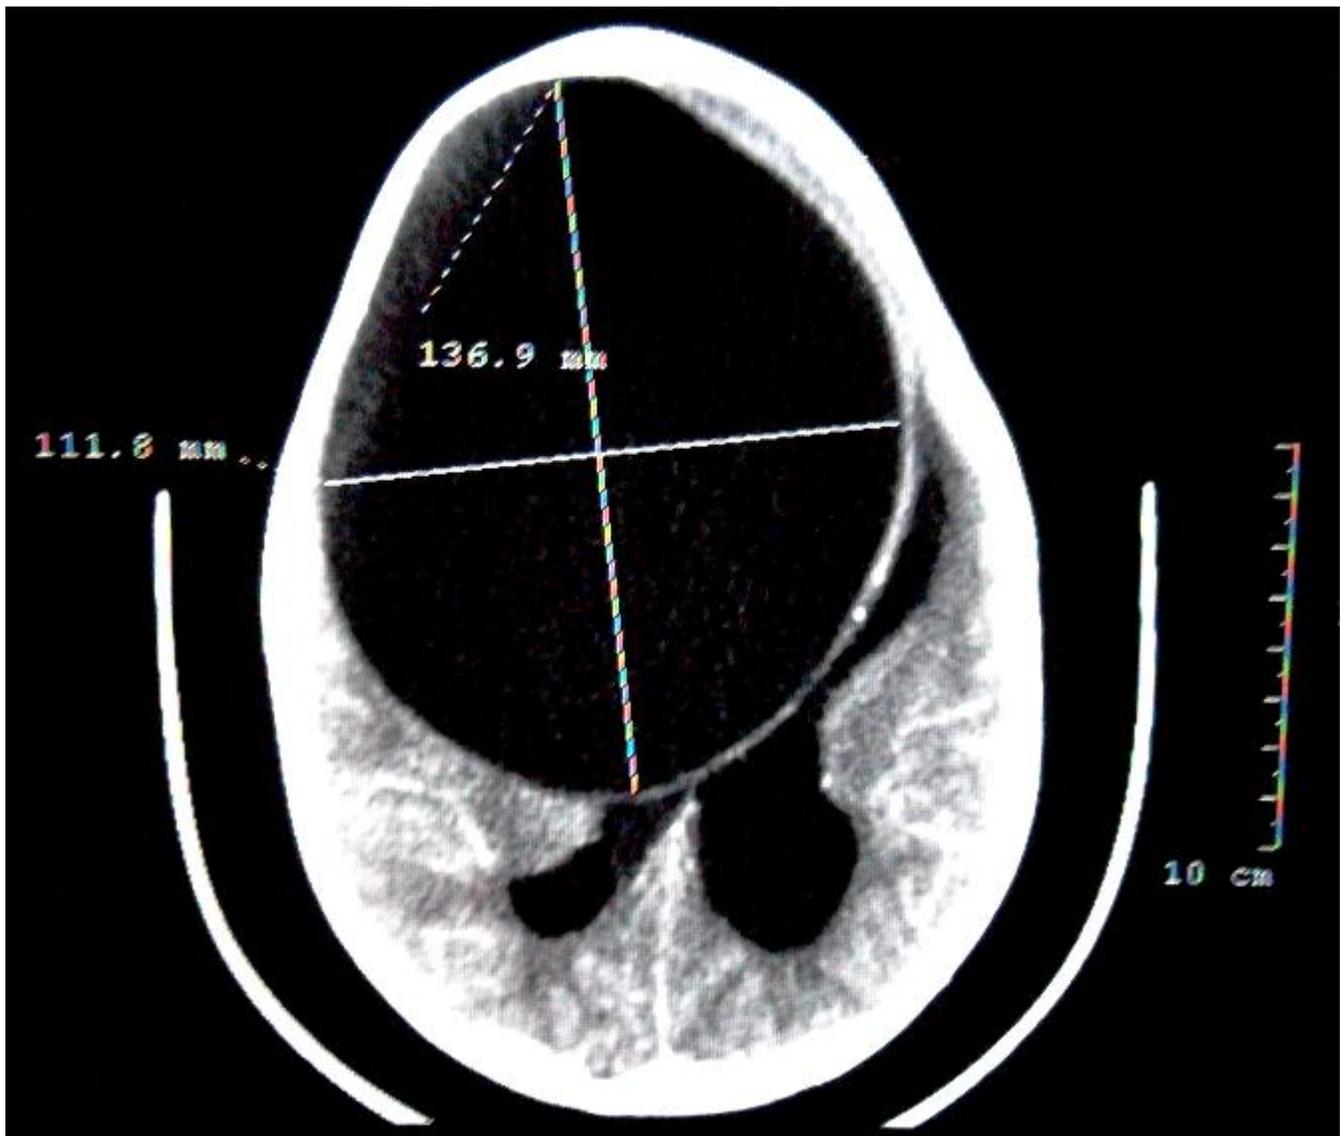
TDM cérébrale en coupe axiale montrant un énorme kyste hydatique fronto- pariétale
